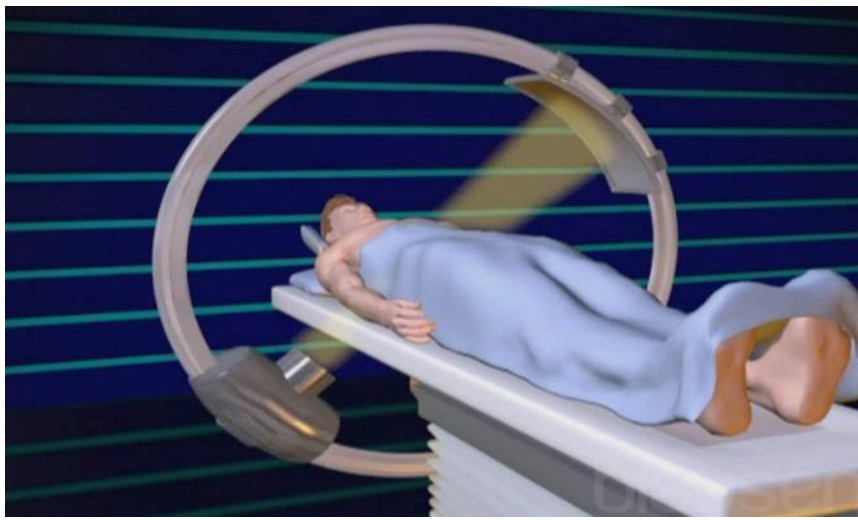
Architecture d'une machine TDM
